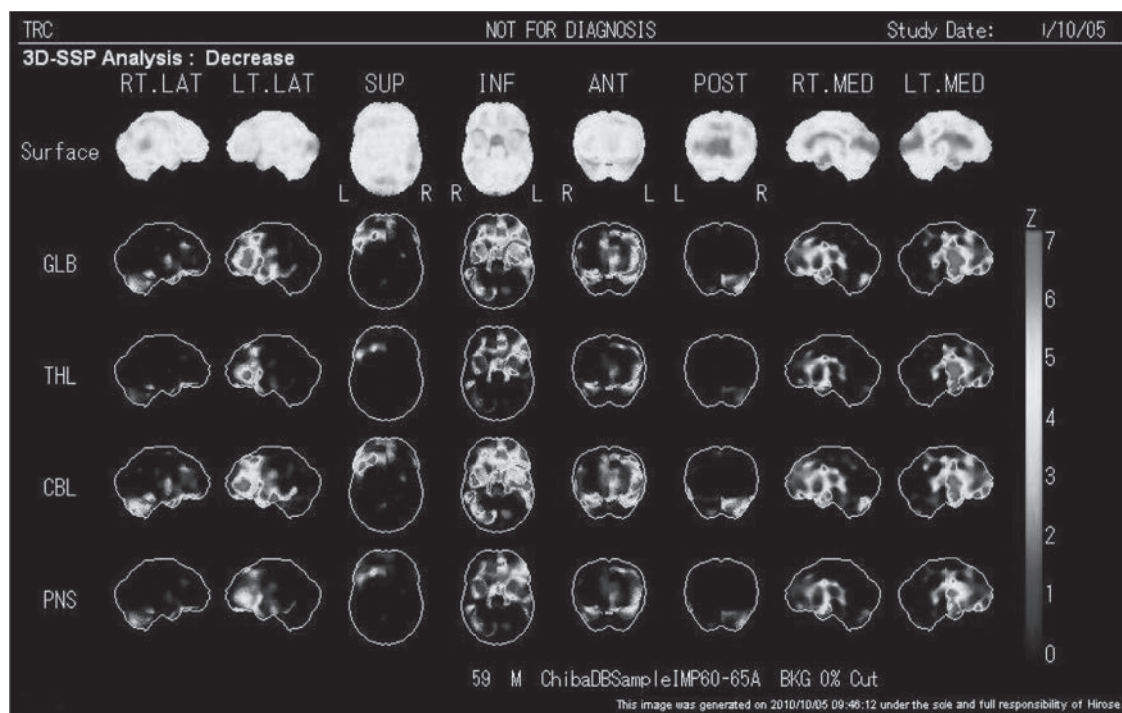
発症 3 ヶ月時の SPECT (3D-SSP) 画像
